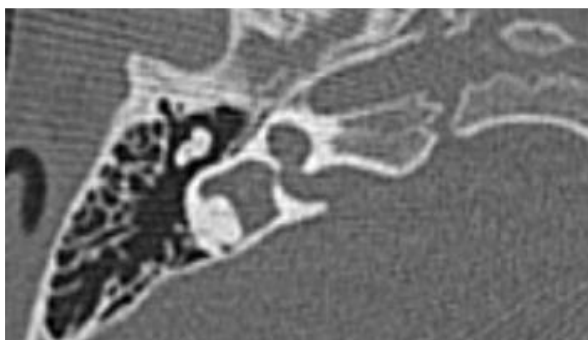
МСКТ височной кости и 3D моделирование внутреннего уха: ГУ–II (кистозная гипоплазия улитки): улитка имеет меньшие размеры с дефектами модиолуса и межжестничных перегородок, но с нормальным внешним контуром.
